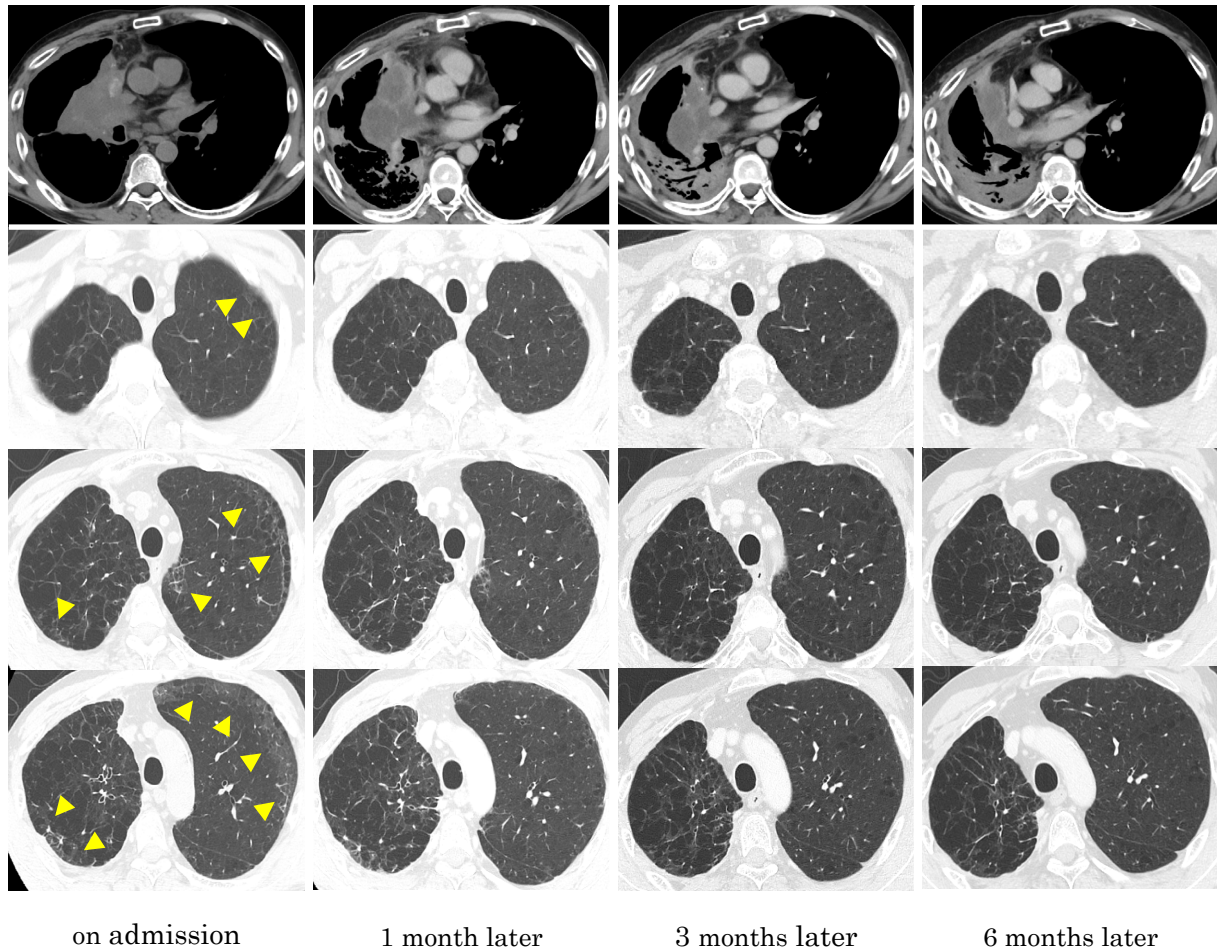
CT findings during the course of treatment. CT showed that the ground-glass opacities under the pleura in both upper lobes had disappeared with time, and CT also showed a reduction of the mass in the right middle lobe continuing of immune checkpoint inhibitor treatment.
